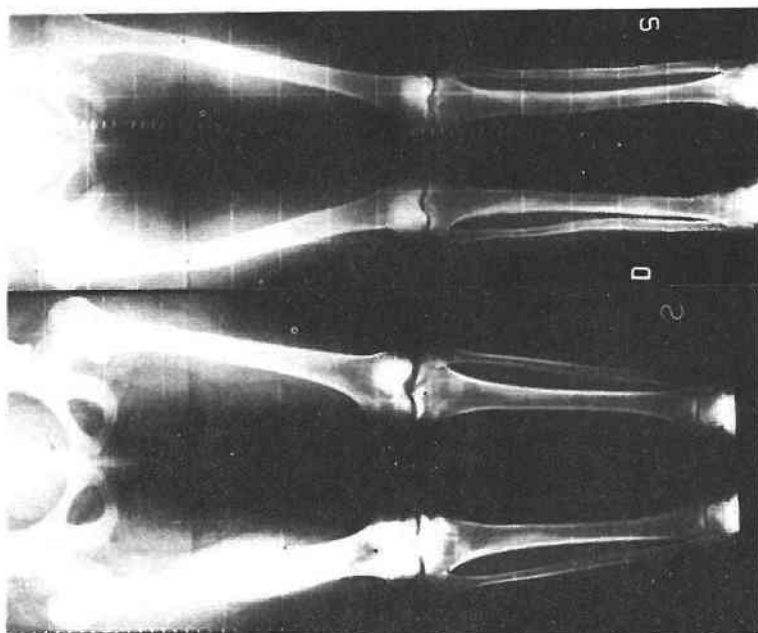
Aspetto radiografico della figura precedente (prima e dopo l'allungamento). Tempo di consolidazione dei femori: 9 mesi; delle tibie: 8 mesi.
